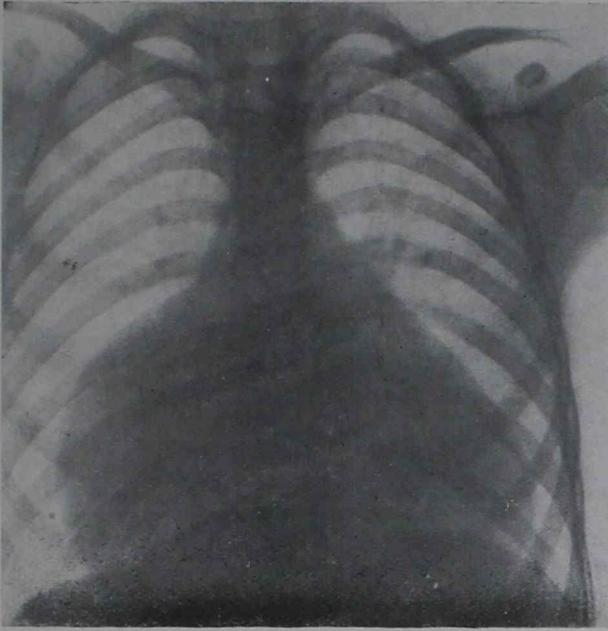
Teleradiografía frontal que muestra cavidades cardíacas derechas (aurícula) enormemente grandes
